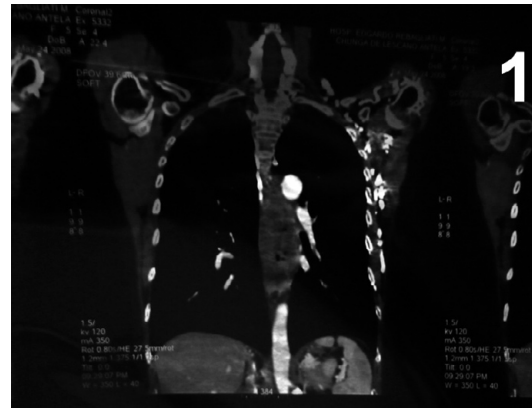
Tomografía espiral multicorte reconstruido de tórax muestra enorme lesión en tercio medio de esófago, envolviendo a grandes
